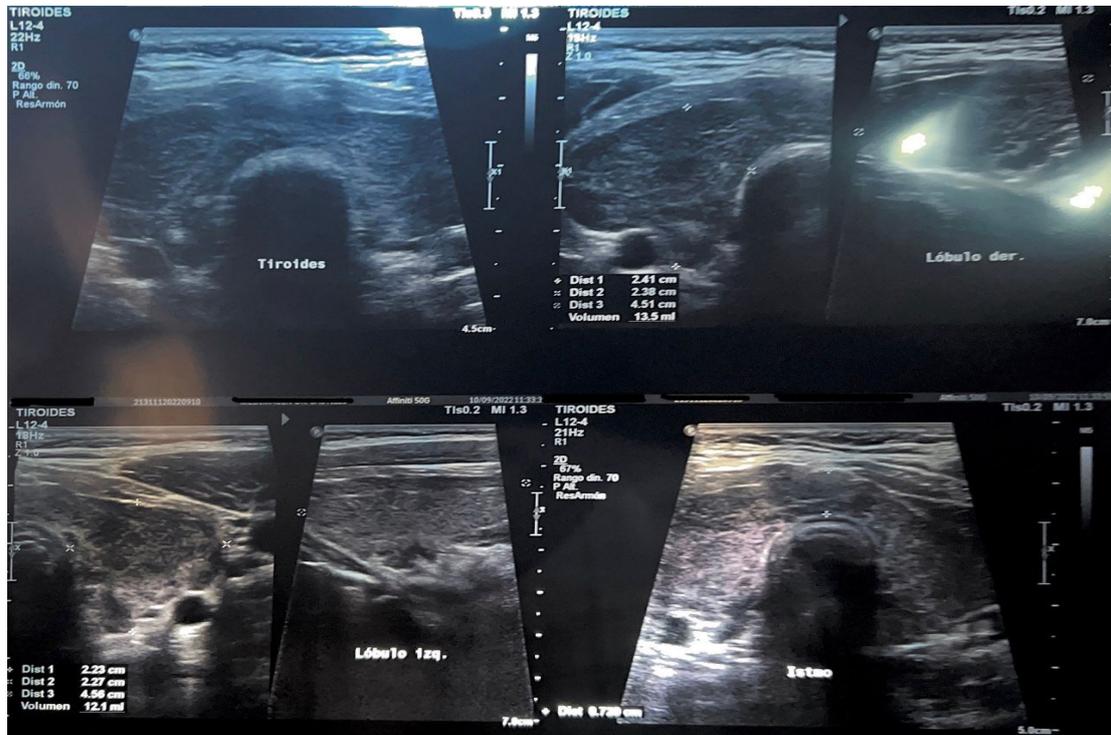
Ecografía tiroidea, donde se valora morfología de la glándula y estructuras subyacentes
